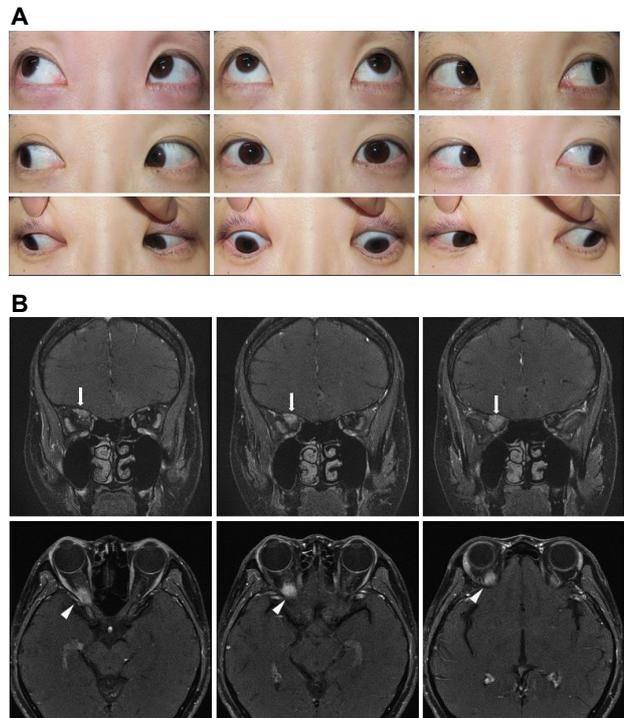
gaze photography and brain MRI findings. (A) 9-gaze photography shows limited depression of the right eye at down gaze. (B) T1 Gadolinium enhanced T1-weighted magnetic resonance images show swelling and contrast enhancement of the right superior rectus muscle (coronal view: arrow, axial view: arrowhead). MRI; magnetic resonance imaging.
